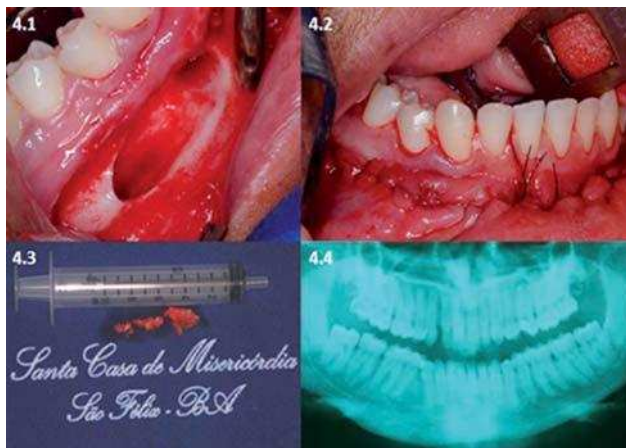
4.1 - Aumento da região após ostectomia periférica - 16 de setembro de 2008; 4.2 - Sutura - 16 de setembro de 2008; 4.3 - Aspecto macroscópico da peça cirúrgica - 16 de setembro de 2008; 4.4 - Visualização de radiografia panorâmica em topo após seis meses à enucleação cirúrgica verificando-se neoformação óssea - 16 de março de 2009
